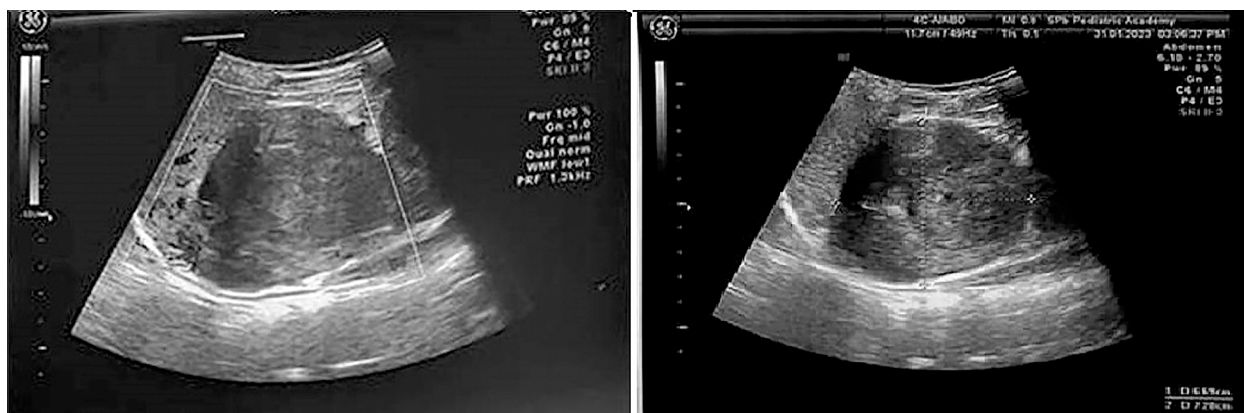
Результаты УЗИ левого надпочечника
